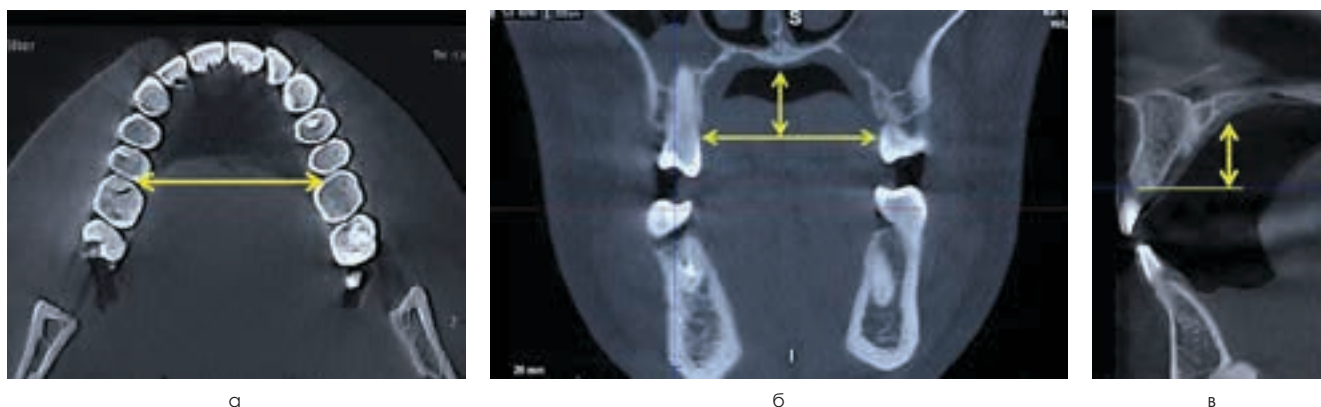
Ориентиры для измерения ширины зубной дуги в аксиальной проекции (а) и параметров нёбного свода в коронарной (б) и сагиттальной (в) проекциях на срезах конусно-лучевых компьютерных томограмм
